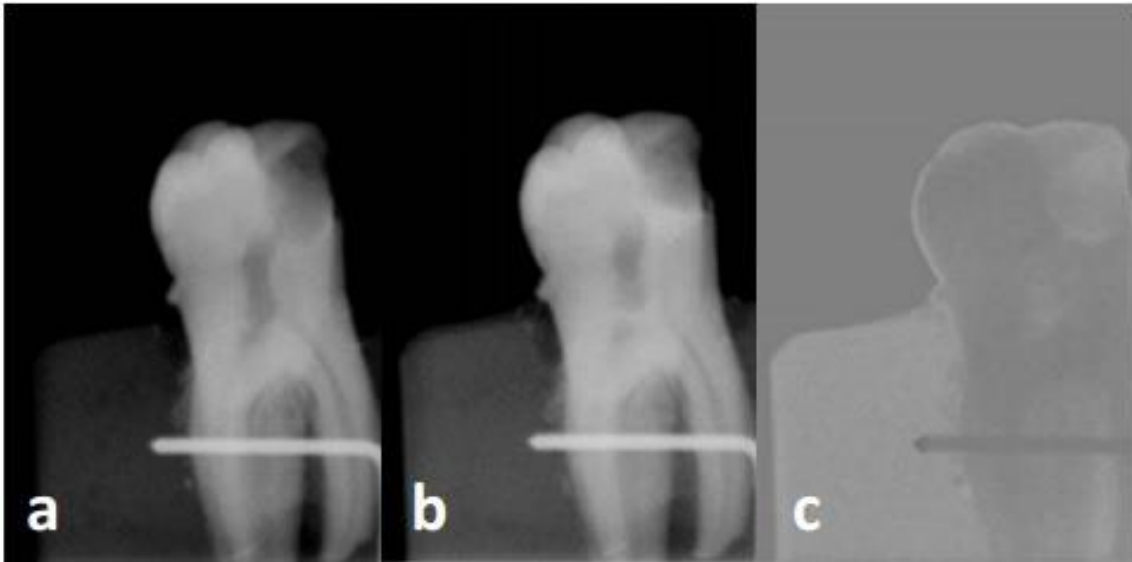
Imagem a; Imagem b; subtração de radiografias (c). (Valizadeh, et al., 2008)
